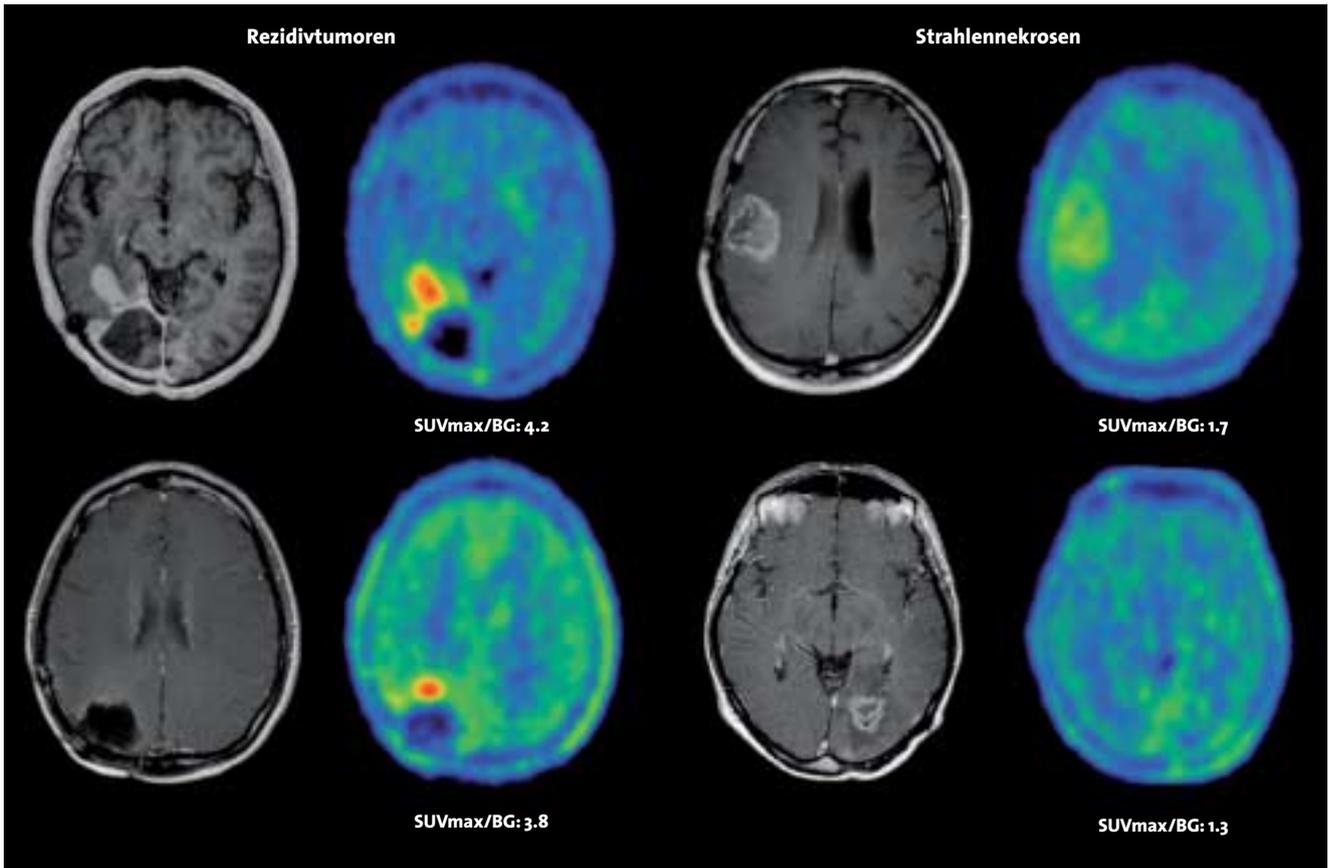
Differenzialdiagnose von Rezidiv-Gliom und Strahlenreaktion durch FET-PET (jeweils rechts) im Vergleich zu kontrastunterstützter MRT.
